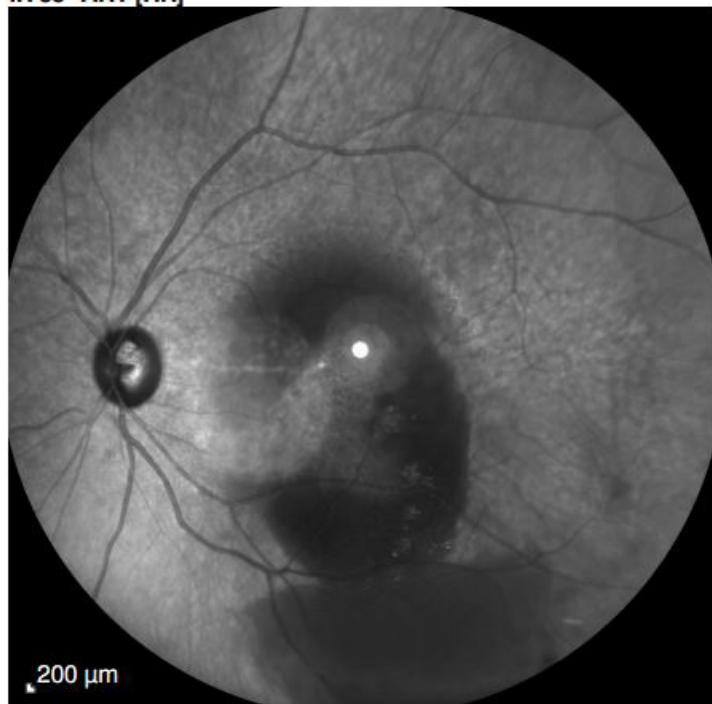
Imagem de tomografia de coerência óptica de um MAR acometendo artéria cilioretiniana.
